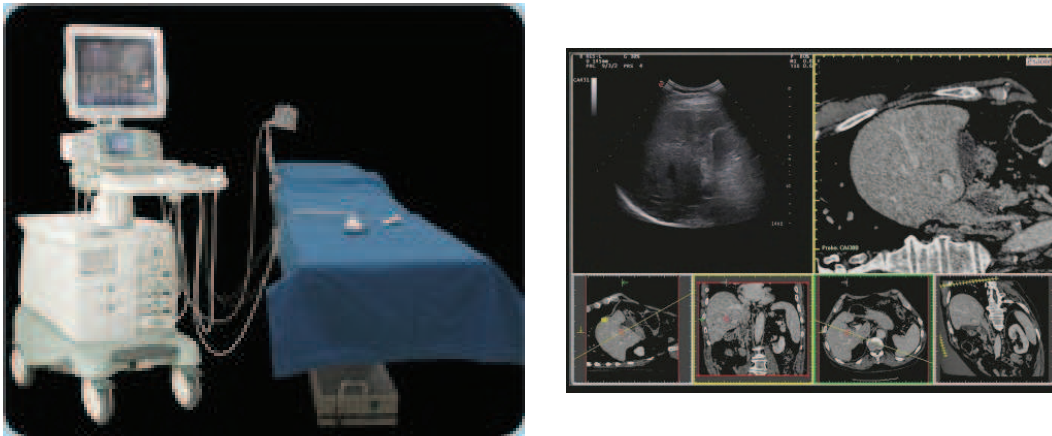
Le système "Virtual Navigator" (c) ESAOTE (à gauche) muni d'un système de repérage, ainsi qu'un exemple de fusion d'IRM et d'échographie du foie (à droite).
